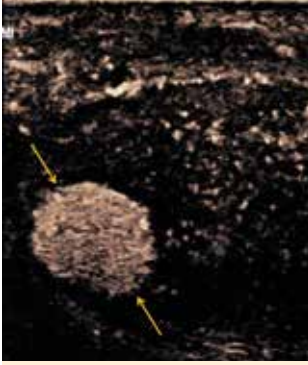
Lesion on contrast-enhanced ultrasound (yellow arrows) shows strong contrast uptake even in the later phase in comparison to the surrounding testicular tissue.
